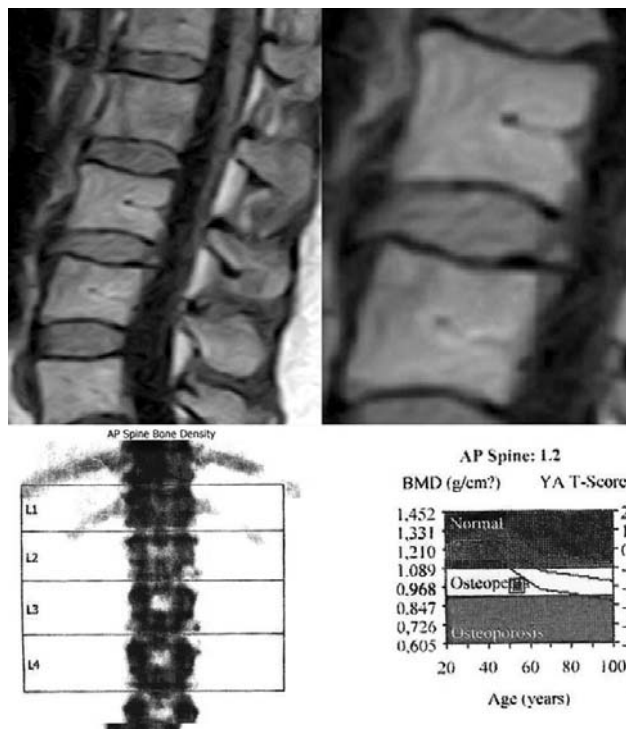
МРТ T1-ВИ поясничного отдела позвоночника в сагиттальной плоскости и увеличенное изображение тел L3-L4 75-летнего пациента с V вариантом конверсии и данные ДХА, подтверждающие наличие остеопении в теле L2.
